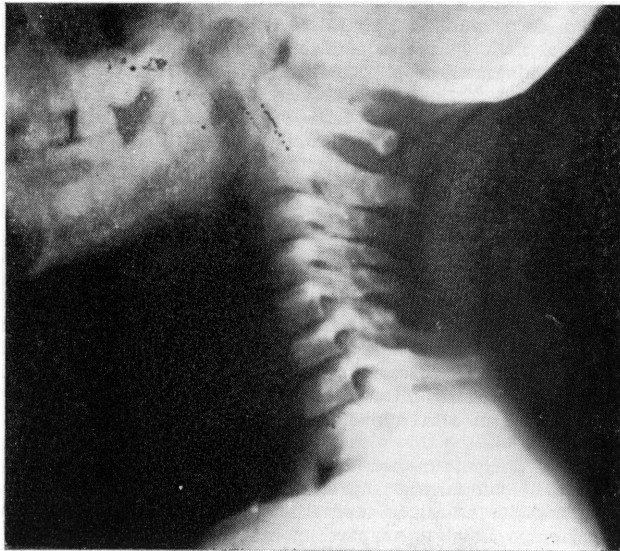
Radiografia da coluna cervical mostrando aspecto irregular da apófise espinhosa de C₆.
